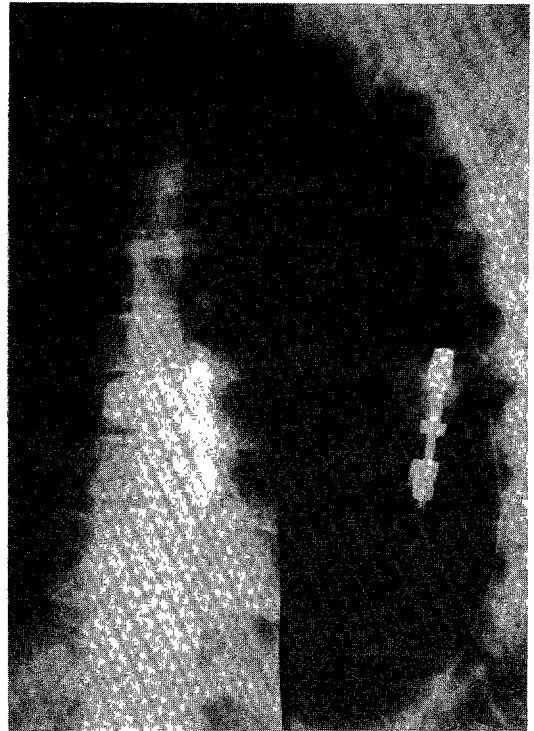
Roentgenograms after operation.
